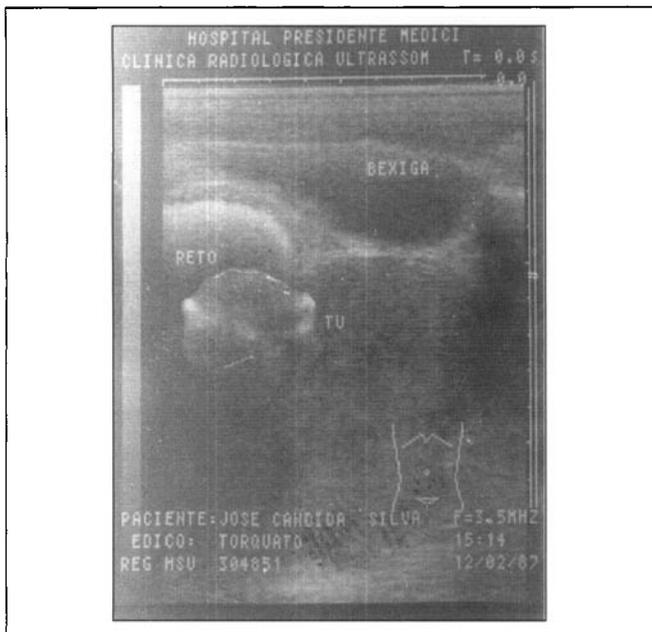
Ultra-sonografia realizada no caso 3 demonstrando a textura sólida do tumor.
